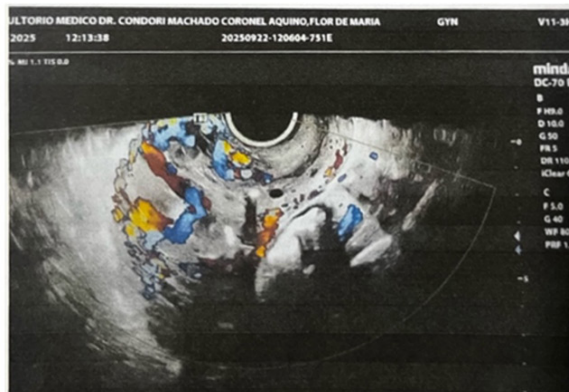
ECOGRAFIA TRANSVAGINAL CON DOPPLER COLOR QUE EVIDENCIA UNA LESIÓN HETEROGÉNEA DE $5 \times 6 \times 7$ CM EN EL MIOMETRIO ANTERIOR A NIVEL DE LA CICATRIZ DE CESÁREA, CON VASCULARIZACIÓN DE BAJA VELOCIDAD ($<10 \text{ cm/s}$).
